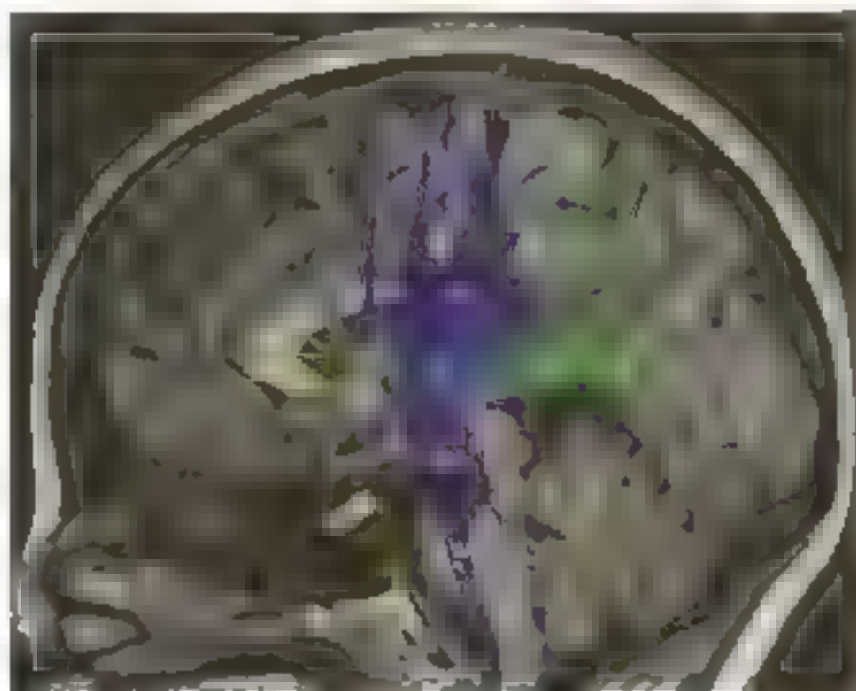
Tomografia da encéfalo em vista lateral mostrando estruturas profundas em seu trajeto pelo corpo caloso (ICR), ânsula interna (CI), base do pedúnculo cerebral (BPC), base do ponto (BP) (Fonte: Livro De Marco Antônio Zaddock)
